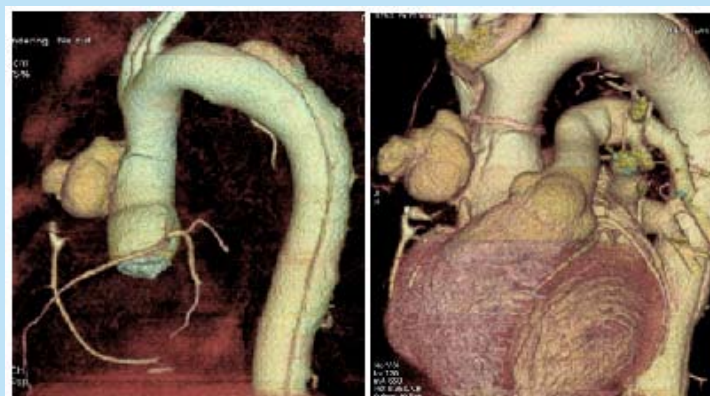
Angio-TAC. Reconstrução 3D
